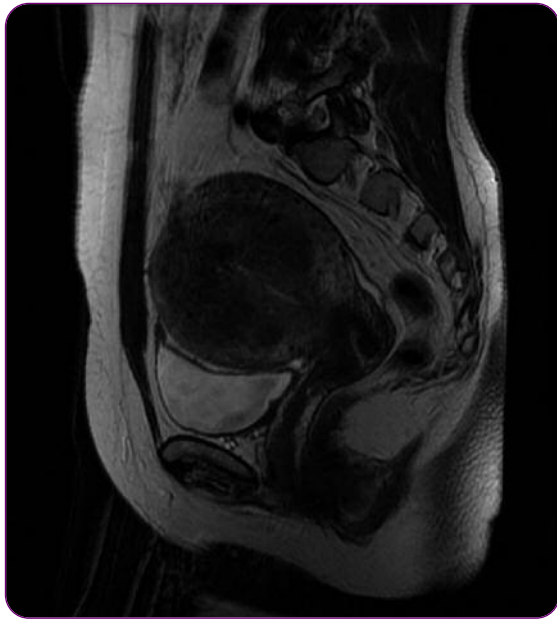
IRM d'adénomyose diffuse
